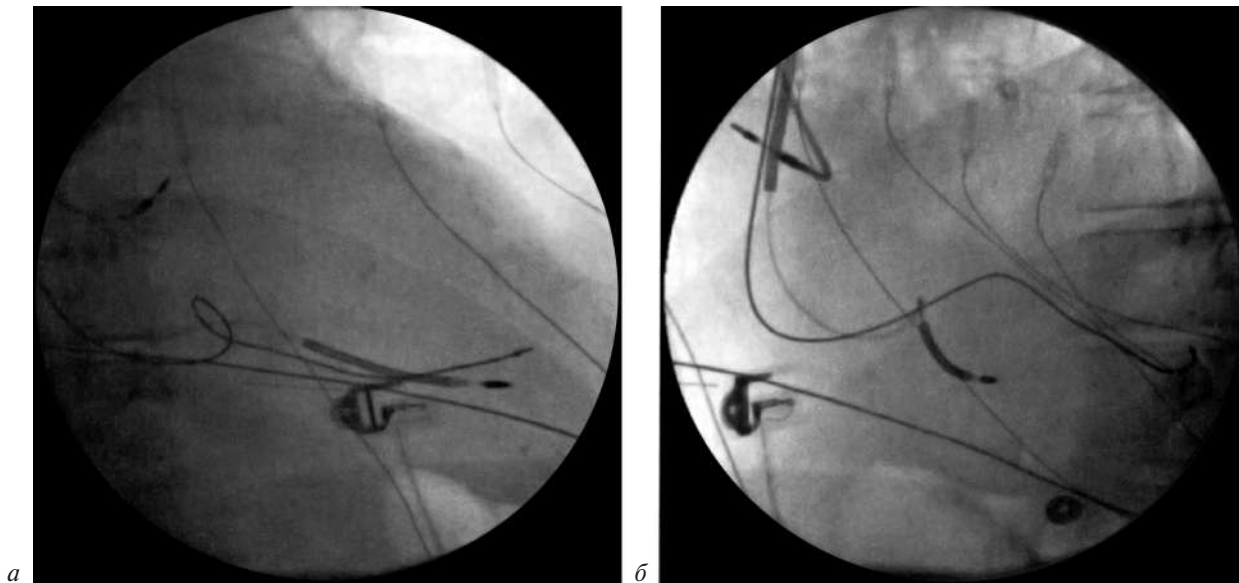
Рентгеноскопическая картина с левожелудочковым электродом, проведенным по коронарному проводнику и установленным в области боковой стенки левого желудочка:
